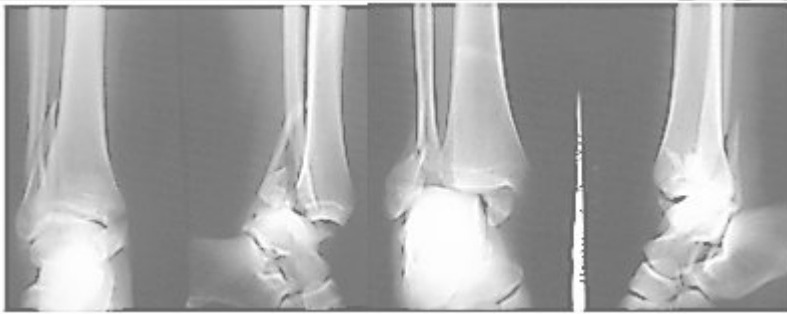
Рентгенограммы пострадавших, отражающие механизм травмы супинация-наружная ротация 4
